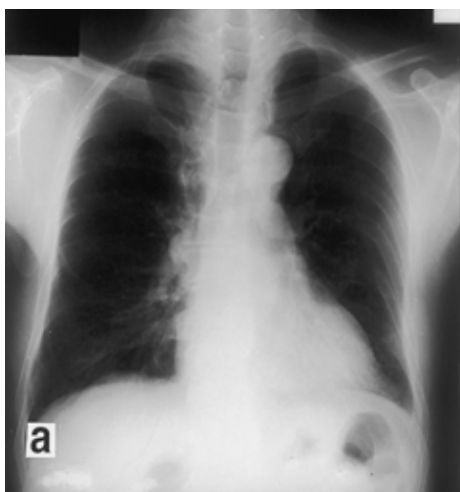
(a) Chest X-ray on admission. A trace infiltrative shadow is seen in the right lower lung field. (b) Four days after admission. The infiltrative shadow with air-bronchogram developed rapidly in both lung fields.
